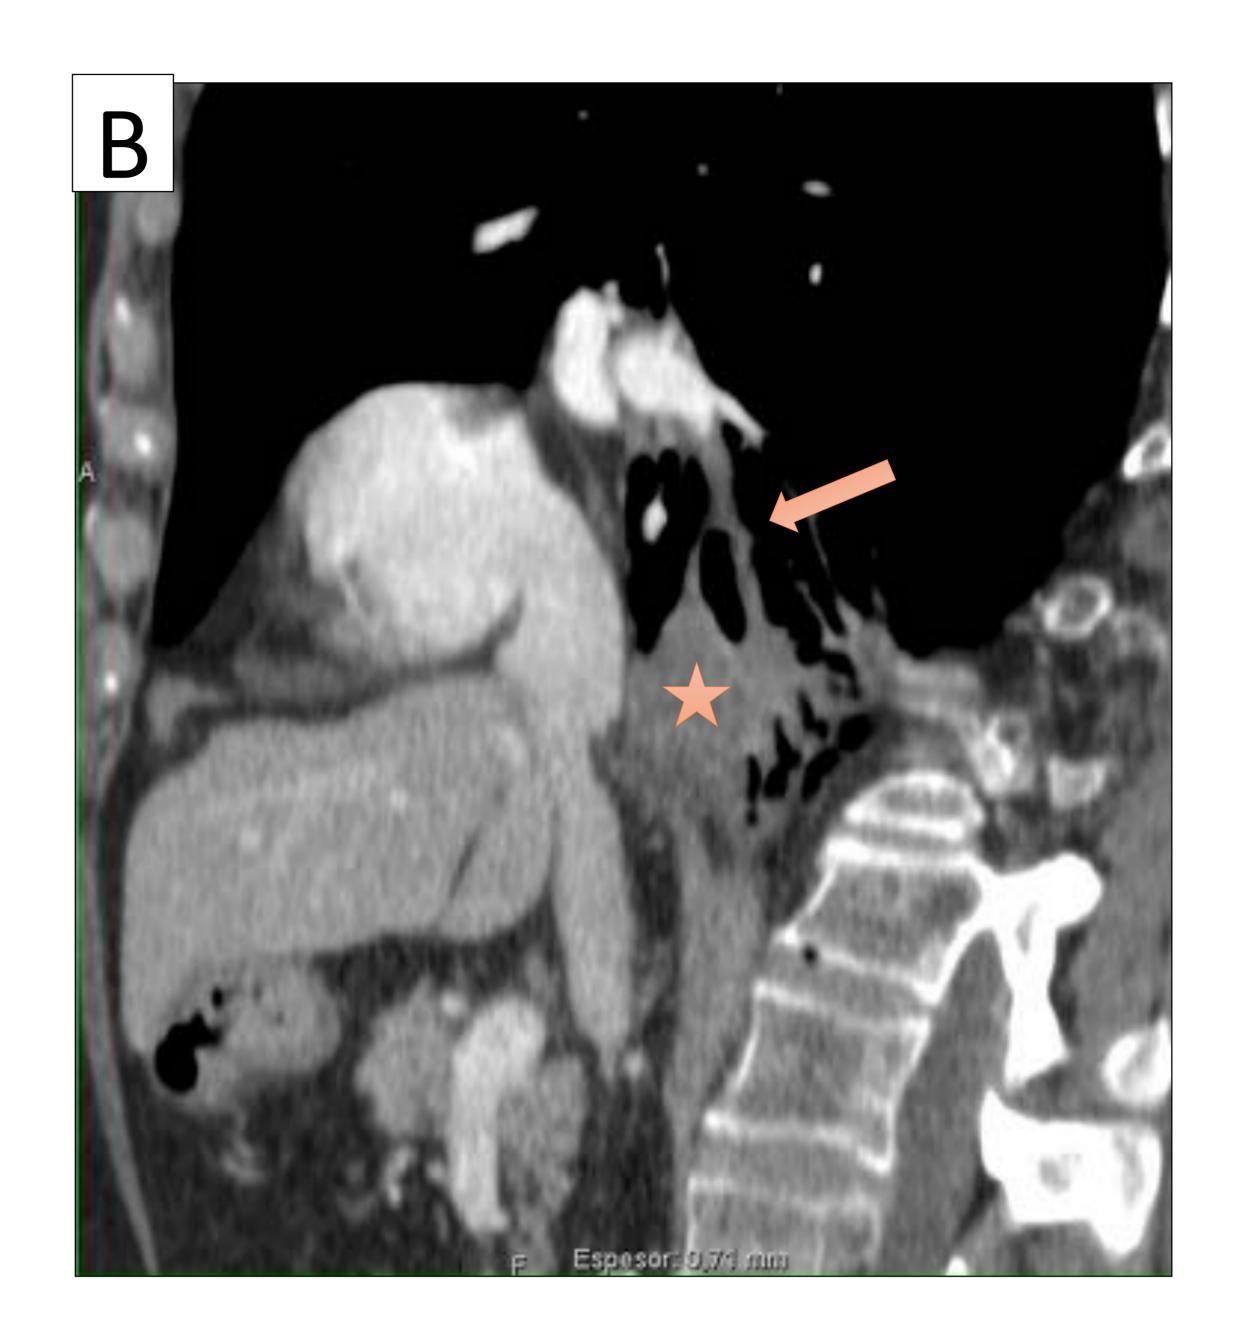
Trombosis arterial en paciente que recibió radioterapia por cáncer de mama. A) TC axial en ventana partes blandas donde se observa un defecto de repleción en bronquio interlobar (Flecha). B) TC sagital oblicuo en ventana partes blandas en el que se identifica mejor la trombosis de la arteria interlobar. Distalmente, se observa una consolidación de aspecto triangular con punta dirigida al hilio y amplia base pleural en probable relación con infarto pulmonar (estrella)
